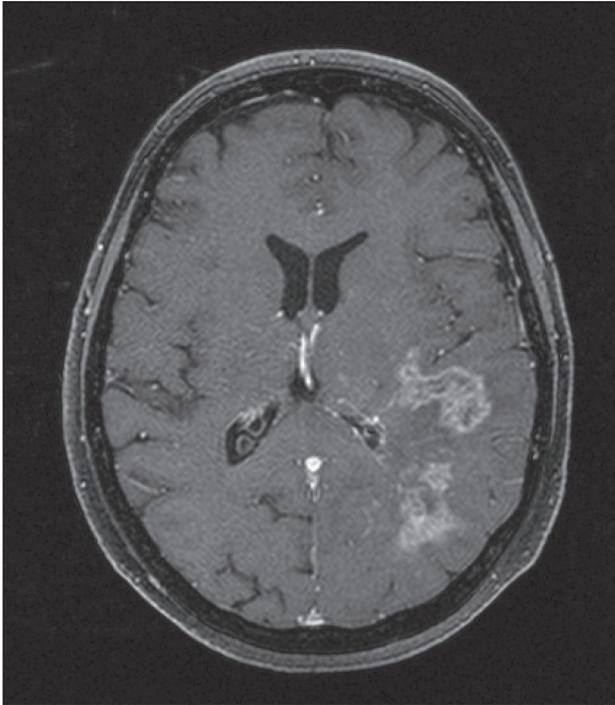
Пациентка Г. МРТ головного мозга с контрастом перед протонной терапией. Инфильтративная глиома левой теменно-височно-затылочной области высокой степени злокачественности, размерами 7,5×4,3×4,7 см
